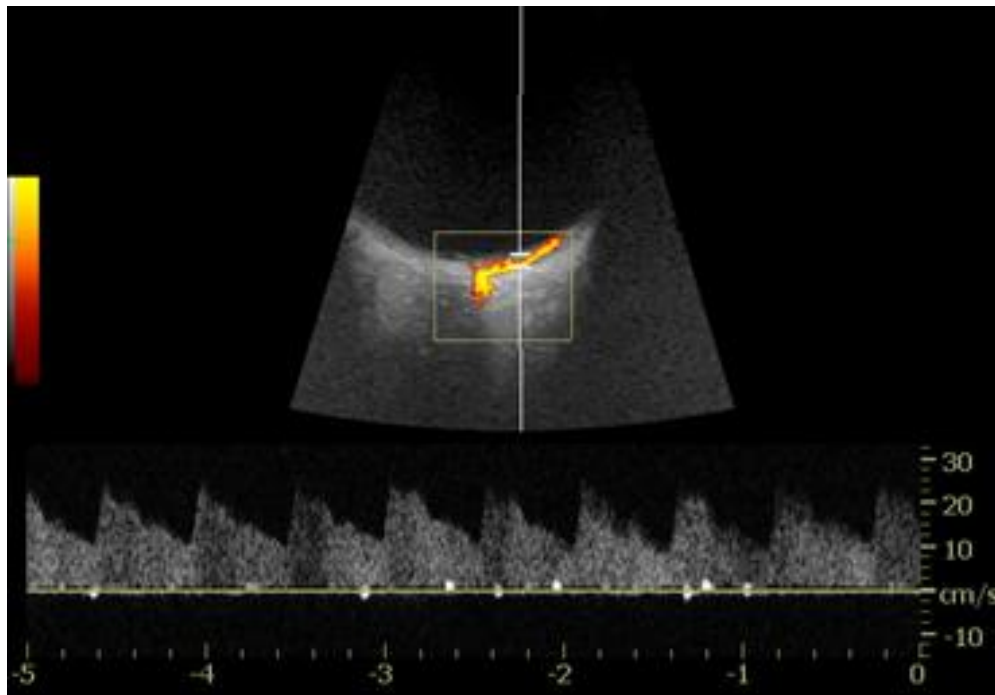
Imagen con sonda de 15 MHz, modo Doppler Pulsado: ramificaciones de la arteria central de la retina a través de la pared posterior del globo ocular.
